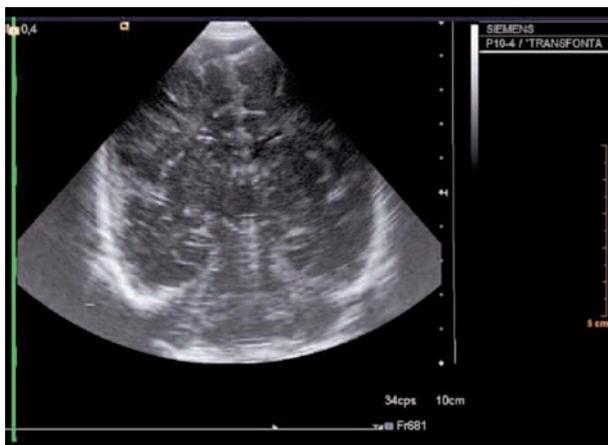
Ecografía transfontanelar.
